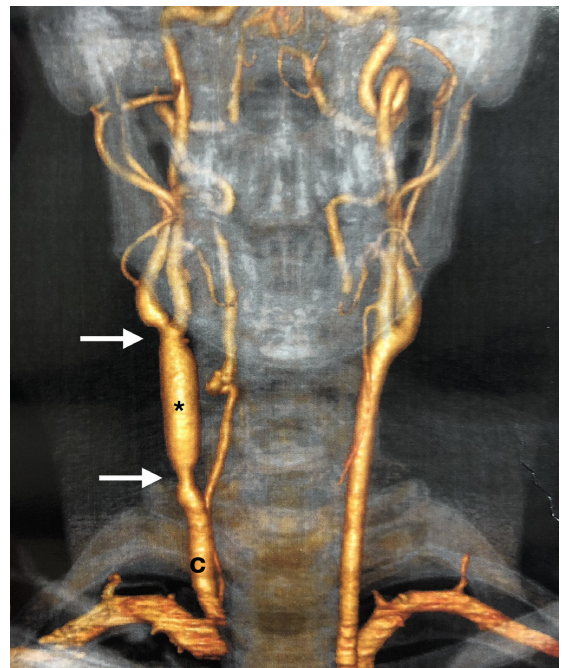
Tomografia computadorizada do pescoço (renderização volumétrica) no 18º mês pós-operatório. \* enxerto com jugular externa direita; c: carótida comum direita, as setas apontam as anastomoses proximal e distal do enxerto.
